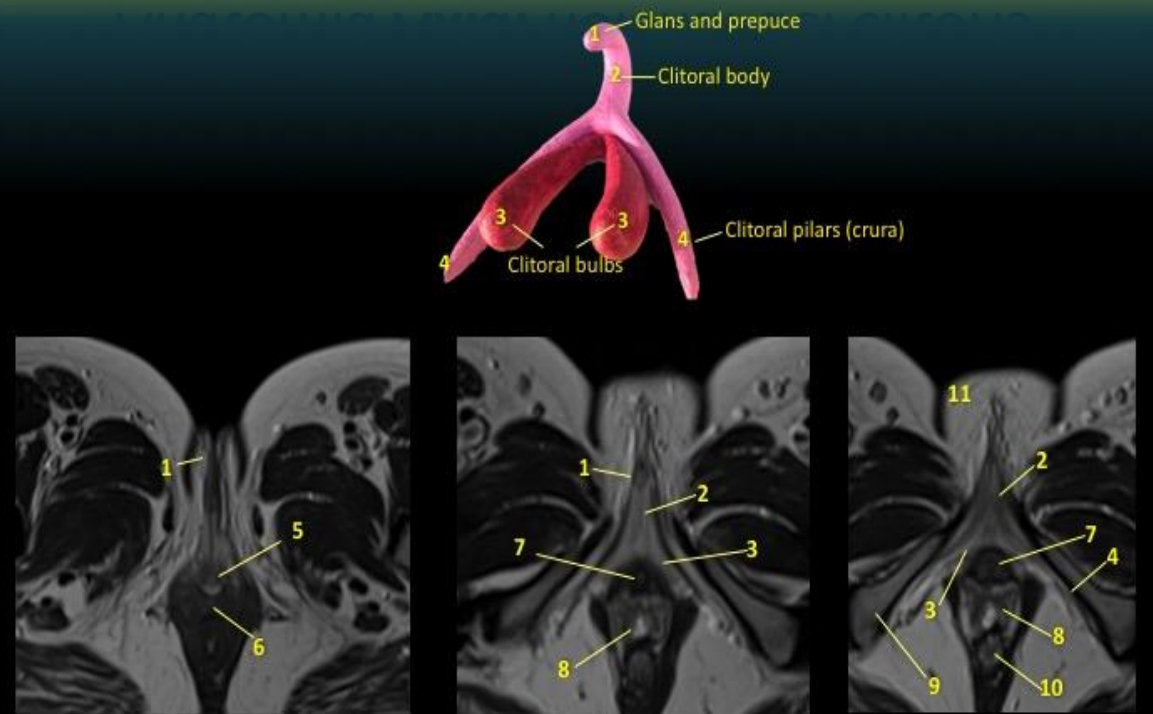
Correlación anatómica-RM T2WI del clítoris
